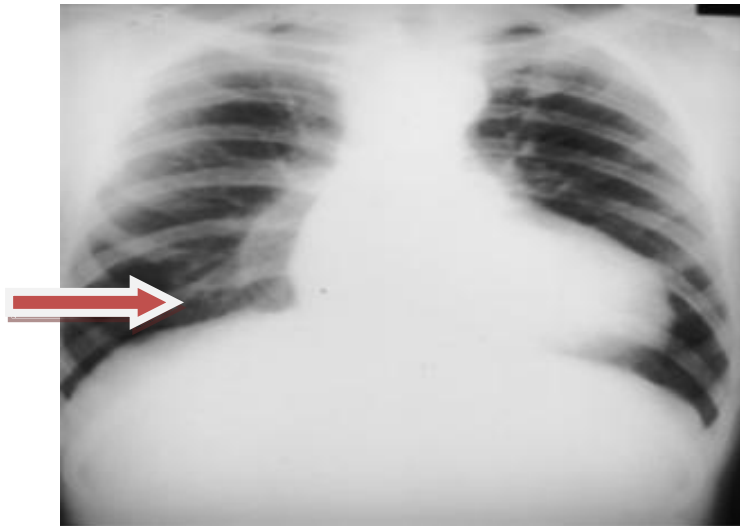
Radiographie thoracique montrant une encoche costale.
